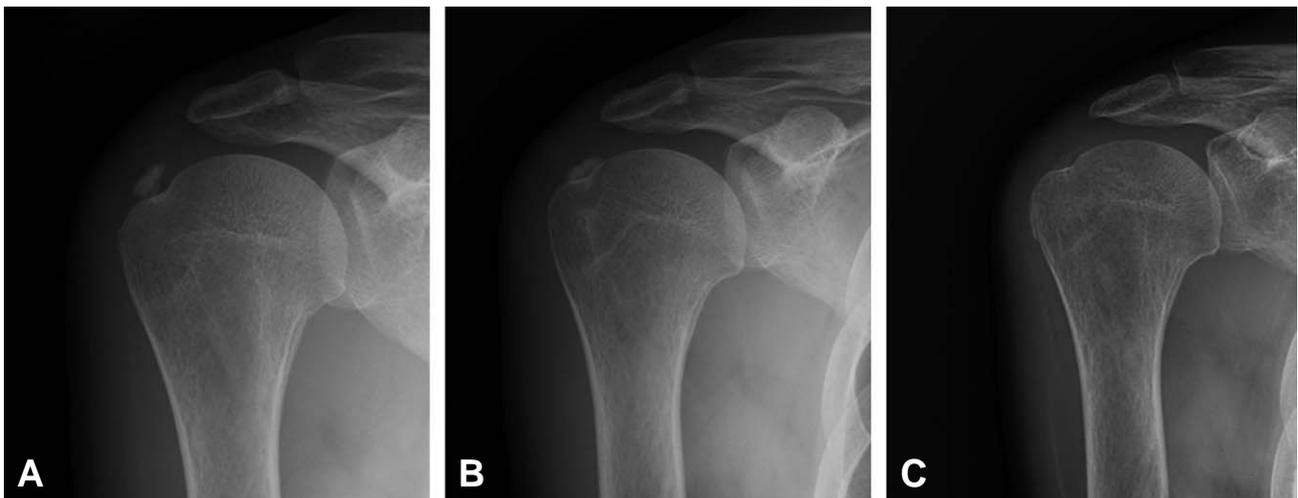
Radiologic changes in a patient with a plain radiograph before treatment (A), 6 weeks after treatment, demonstrating disintegration of the calcific deposit (B), and 12 weeks after treatment, with complete resorption (C).
